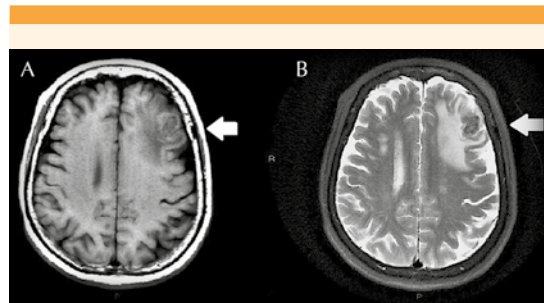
Resonancia magnética nuclear cerebral a las 12 semanas de gestación que muestra una masa en la corteza del lóbulo frontal izquierdo, hipointensa en las secuencias T1 y FLAIR (A), con bordes hiperintensos en T2 (B), acompañada de edema vasogénico periférico.
